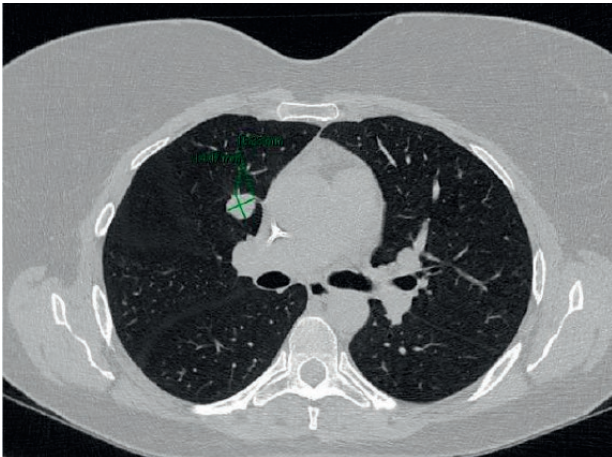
TC de simulación: línea azul PTV 50Gy sobre lesión pulmonar.
